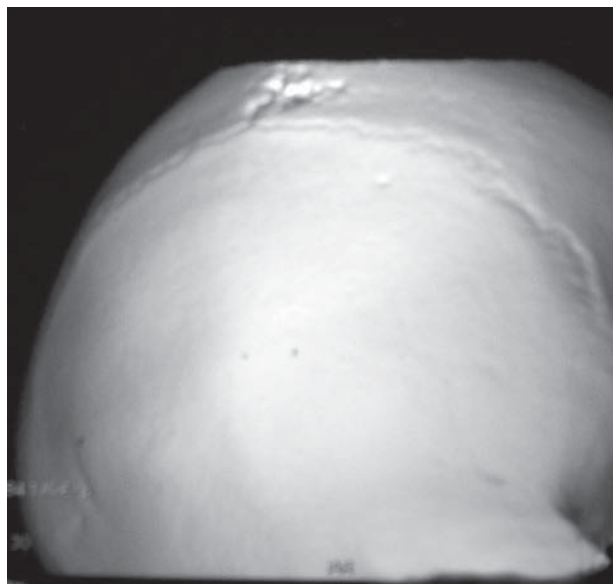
Lesión osteolítica de calota parietal derecha. TAC helicoidal, con reconstrucción tridimensional.
